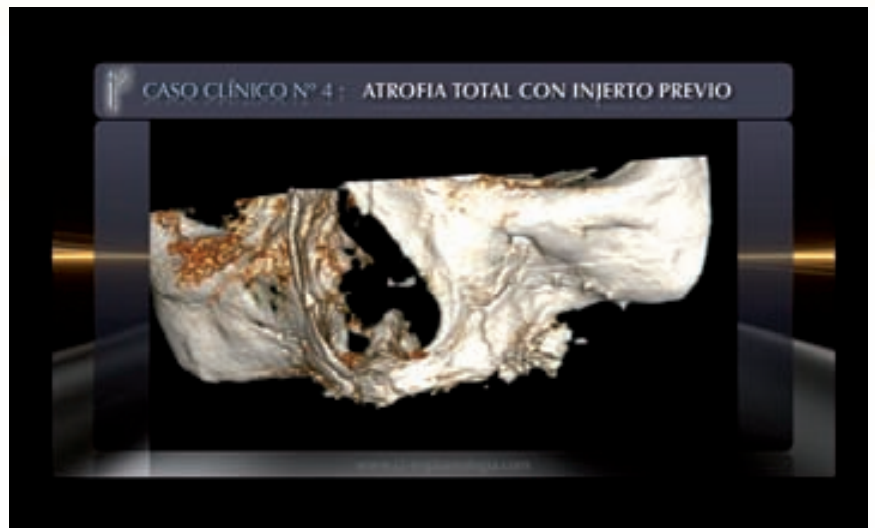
Reconstrucción TAC preoperatorio
